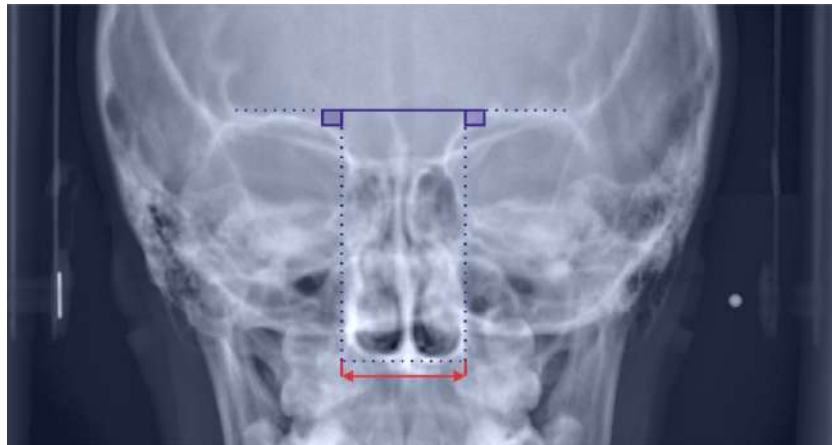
Teleradiografía de Frente. Ancho Nasal
